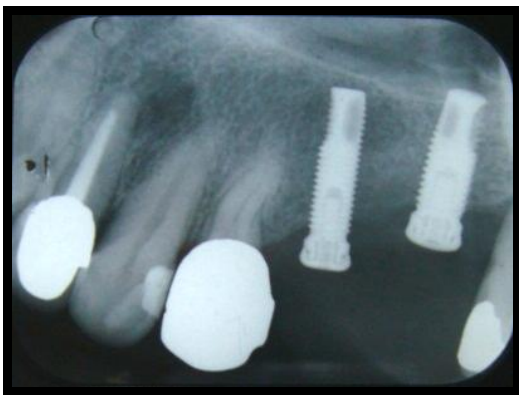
Piezas 26-27. Radiografía postoperatoria.
